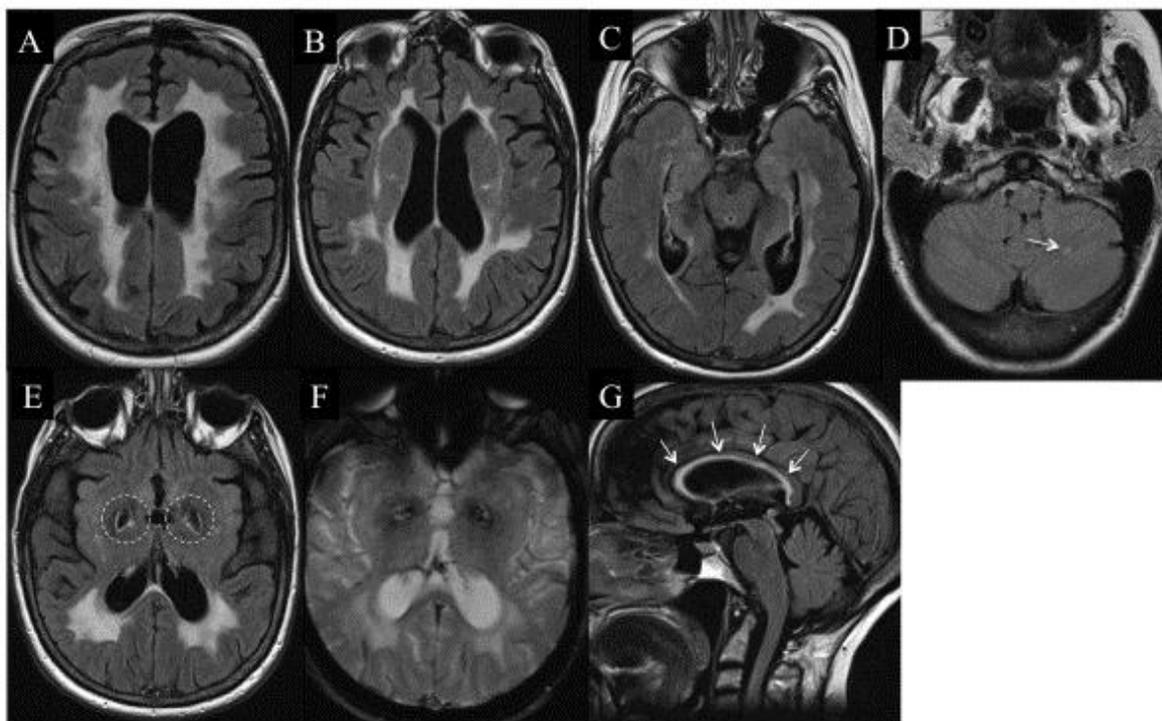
МРТ головного мозга пациента с ЦАДАСИЛ-синдромом.
